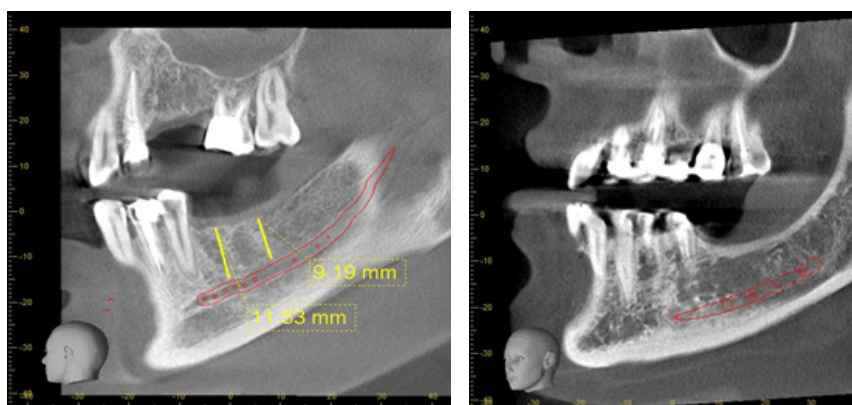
КТ-изображение кортикальной пластинки дна верхнечелюстной пазухи и нижнечелюстного канала
